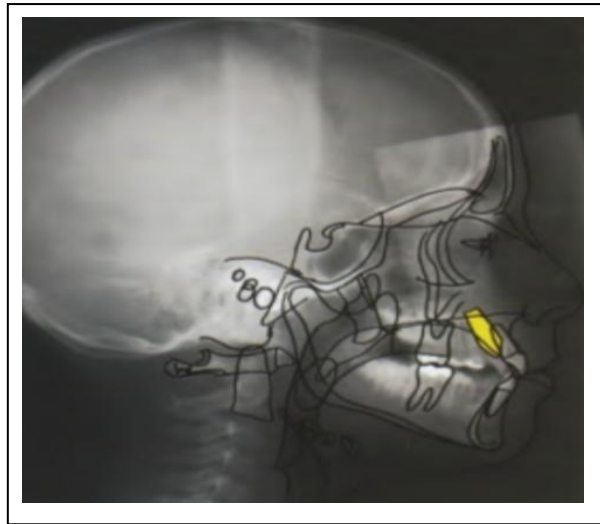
Téléradiographie de profil de la canine révèle une inclinaison mésiale de l'axe.
